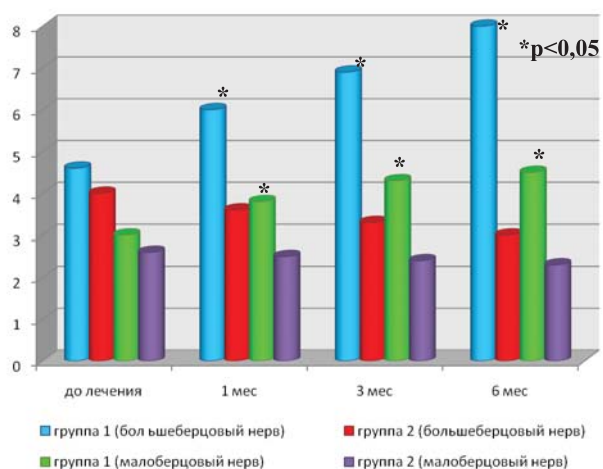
М-ответ большеберцового и малоберцового нервов на фоне увеличения КТ/V до 1,4 (Мв).
